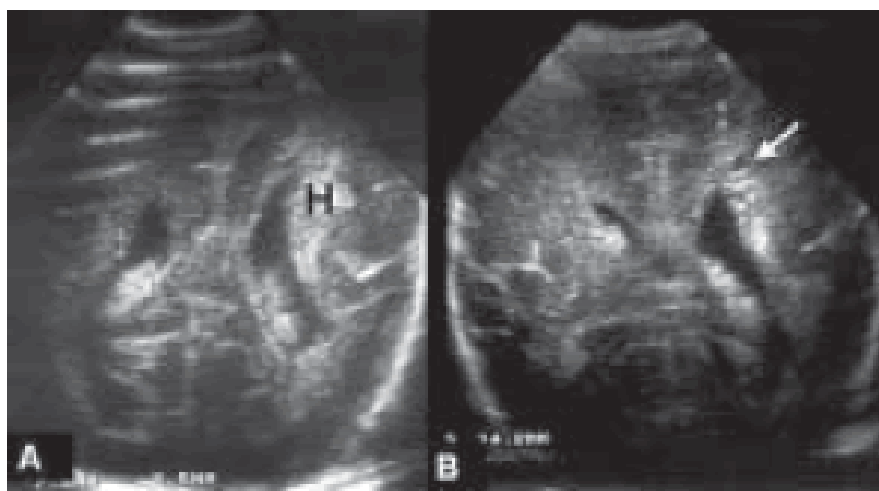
Ecografía cerebral transfontanelar en RNPT.(A) Del lado izquierdo, se observa hemorragia intraparenquimatosa (H) sin
